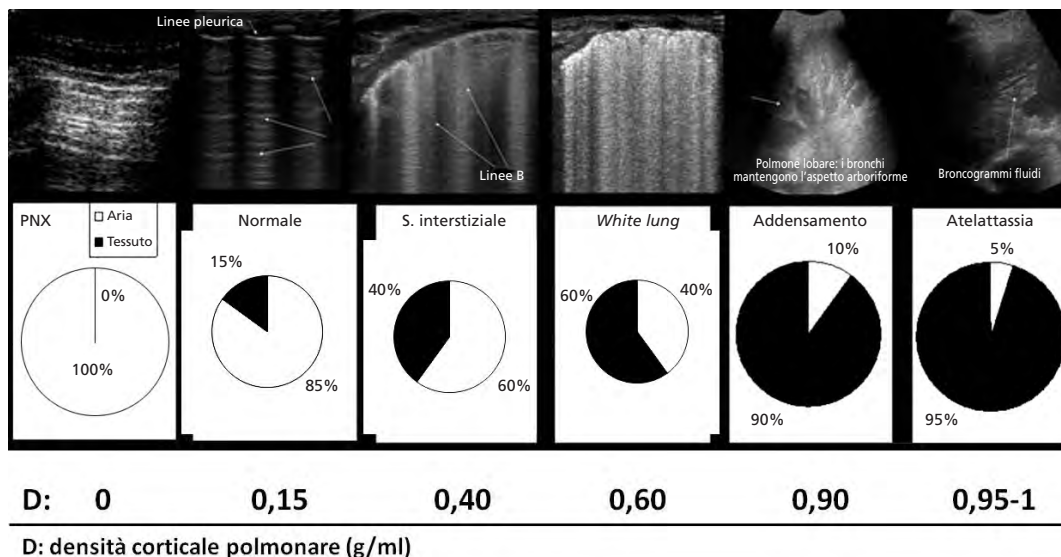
I rapporti tra densità polmonare, contenuto aereo del polmone e immagini artefattuali (preaddensanti) e reali (di addensamento) prodotte in ecografia (da: G. Soldati, R. Copetti. *Ecografia Toracica*. Il edizione. Torino; Edizioni Medico Scientifiche; 2012)⁹.
